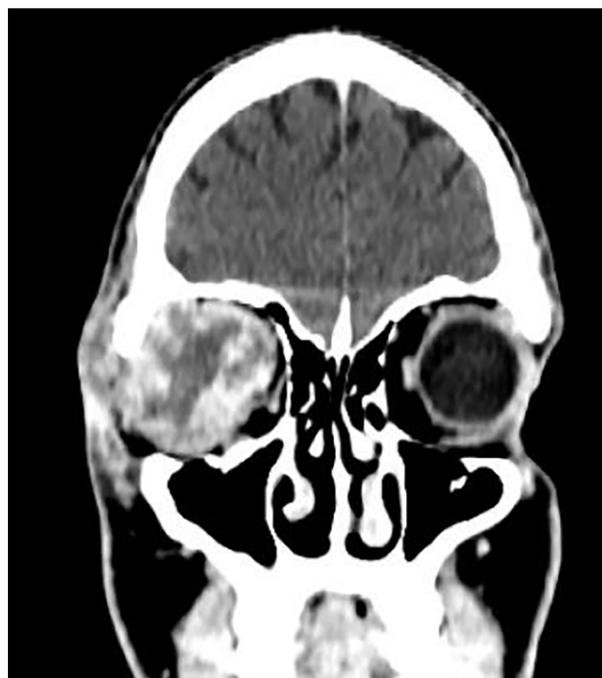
TC de órbita: corte coronal con aumento de la densidad de partes blandas orbitarias derechas (músculos y nervios).
